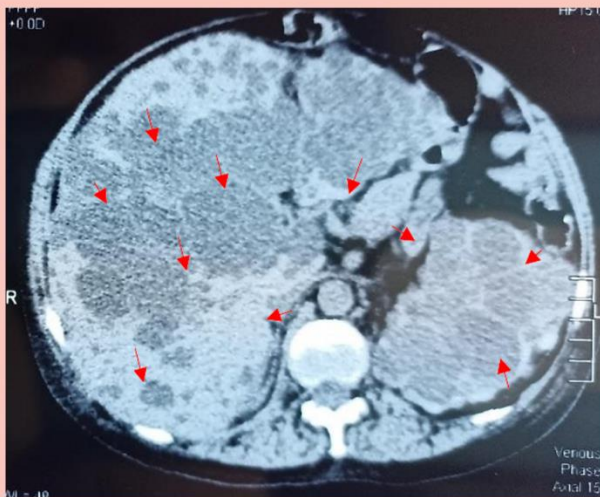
Tomografía de abdomen - axial, se observan múltiples quistes (masas hipodensas- flechas) dentro del hígado.
